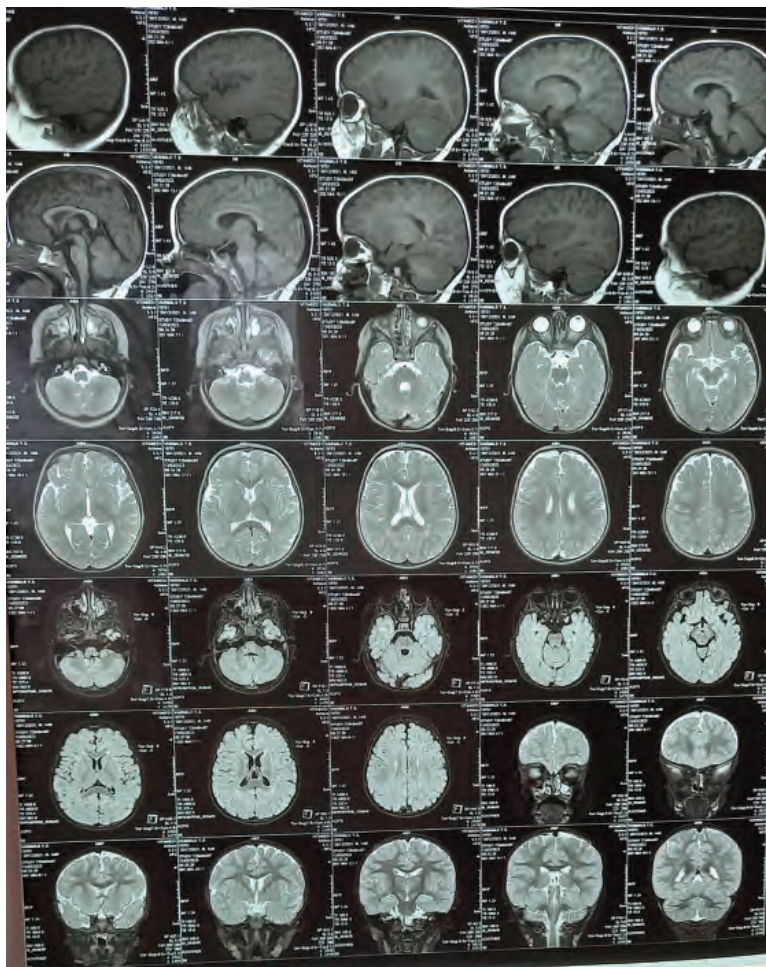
Комп'ютерна томограма головного мозку.
